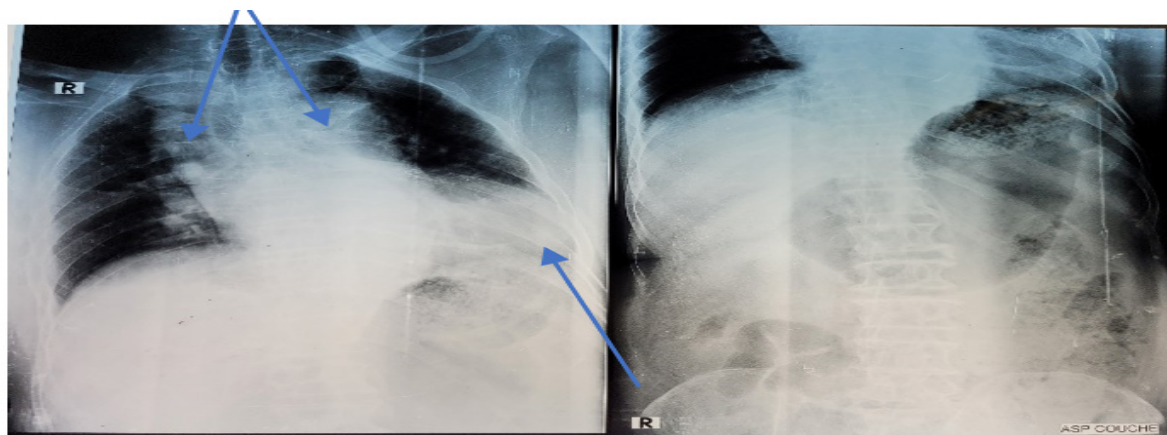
Frontal chest x-ray showing a focus of left pulmonary condensation with clearing of diaphragmatic costal clefts and perihilar condensation
